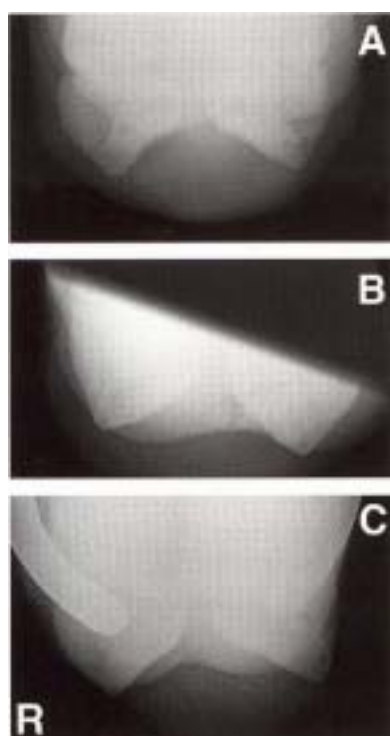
球節の掌側近位-掌側遠位像の正常なX線像です(A)。不十分な球節の伸展は、蹄球と種子骨が重なって撮影されます(B)。また、蹄鉄を除去しない場合、種子骨と重なって撮影されるかもしれません(C)。
